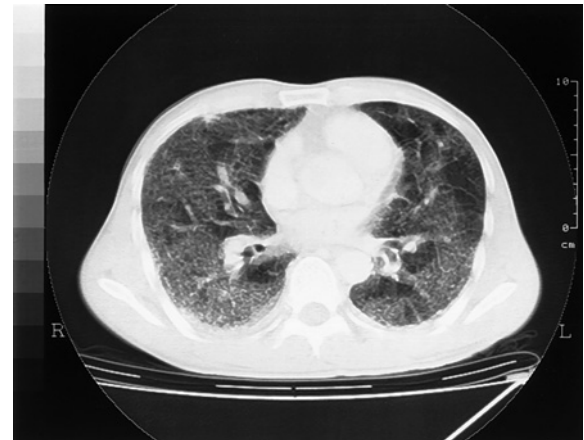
Chest CT scans on admission, showing diffuse ground-glass opacities and reticular shadows throughout both lung fields.
